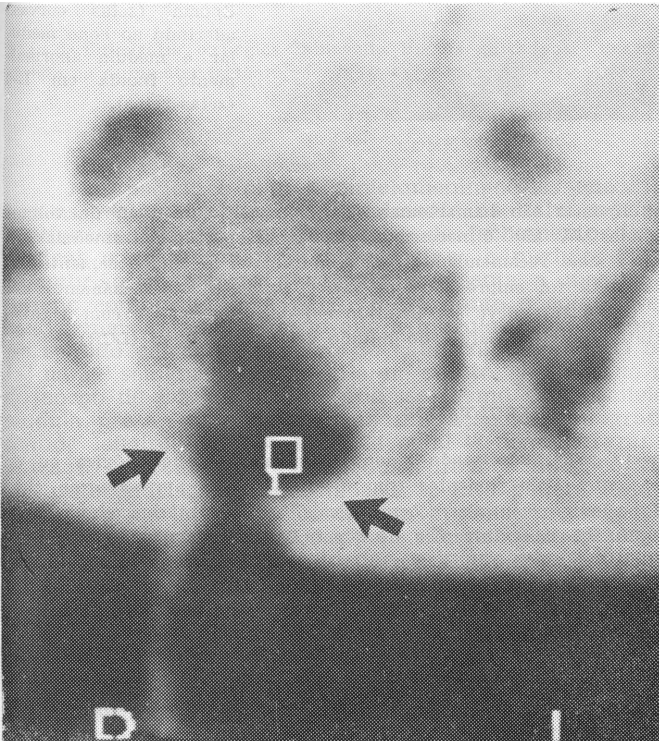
TC da coluna lombar de paciente com lipoma que se projeta para o interior do canal raquidiano. Observa-se também espinha bífida (seta).
